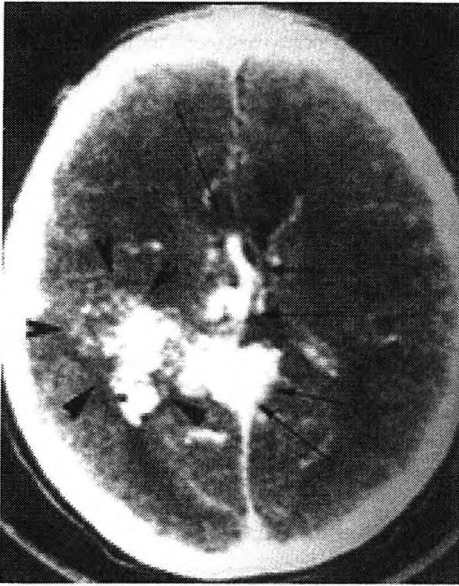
TAC de una malformación arteriovenosa. Se aprecia una intensa captación de contraste a nivel de la misma. Las flechas anchas indican el nido de la lesión. Las flechas largas las gruesas venas de drenaje.
